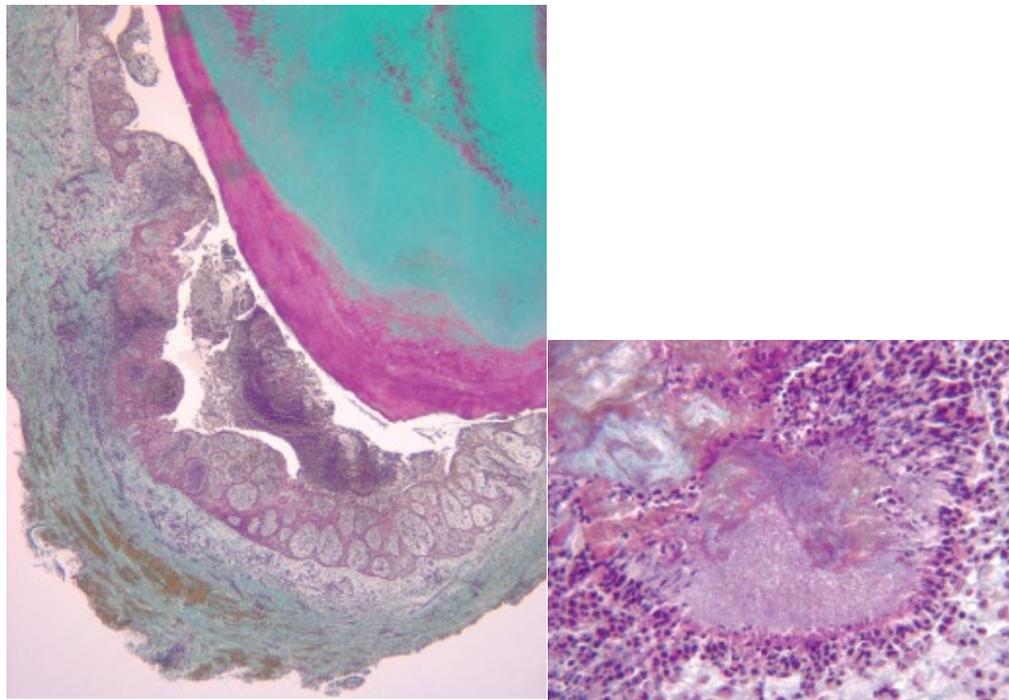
Actinomycosis apical. Las bacterias se agregan en una lesión periapical, con diagnóstico de Actinomycosis. Magnificación 400x, se puede observar la agregación actinomycótica rodeadas por células inflamatorias.<sup>38</sup>
